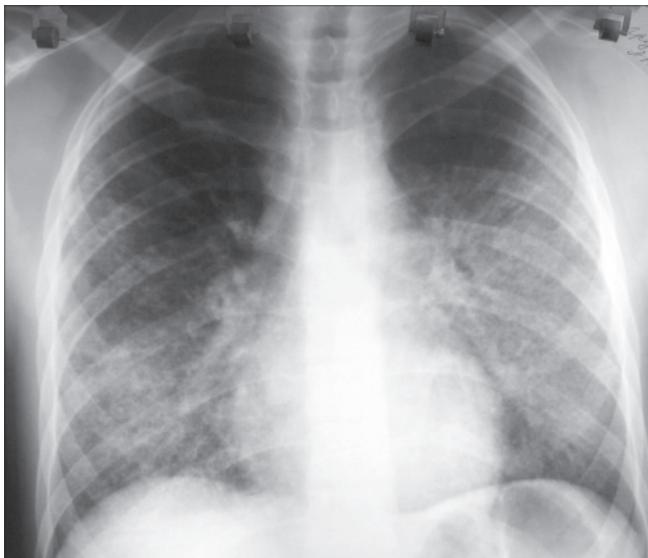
Рентгенограмма органов грудной полости больного Г. от 24.07.10. Частичное рассасывание инфильтрации, некоторое повышение воздушности ткани легких в базальных отделах.
